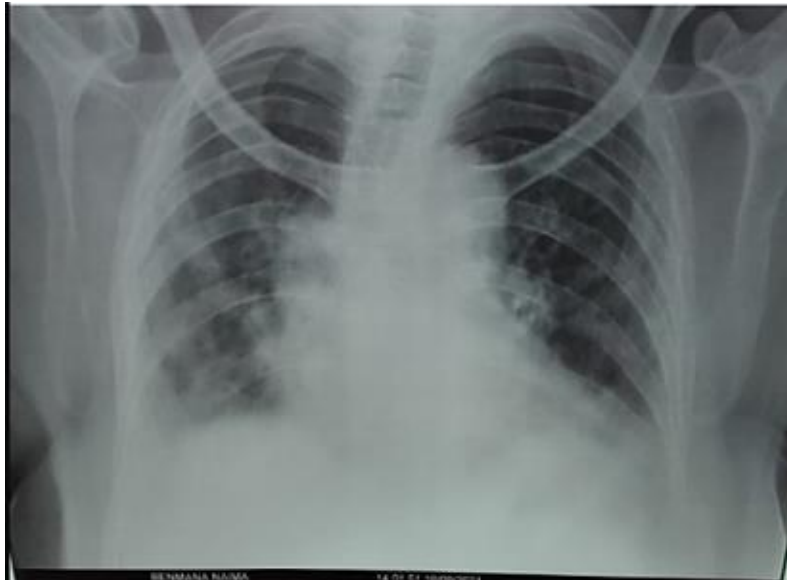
La radiographie thoracique de face de la patiente
